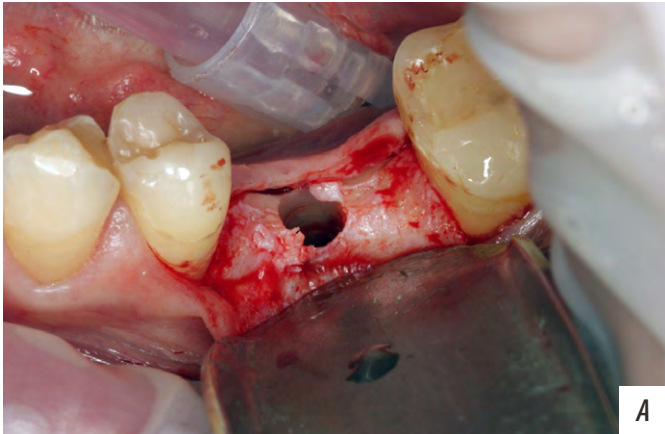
А — сформировано ложе под имплантат, визуализируется костный дефект альвеолярного гребня с вестибулярной стороны; В — имплантат со скошенным краем платформы; С — позиционирование имплантата; D — фиксация свободного соединительнотканного трансплантата; E — наложение швов после установки формирувателя десны; F — рентгенограмма после установки имплантата; G — внешний вид раны на 14-е сутки после хирургического вмешательства
